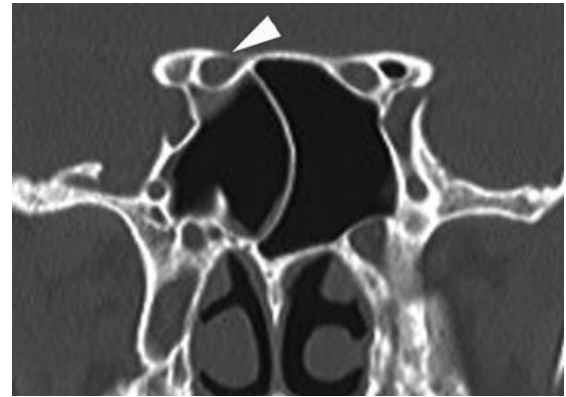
TAC coronal. Relaciones del nervio óptico (ON) con el ala menor del esfenoides, el hueso esfenoidal y el seno esfenoidal (SS) o con la celda de Onodi (OC) del etmoides posterior
